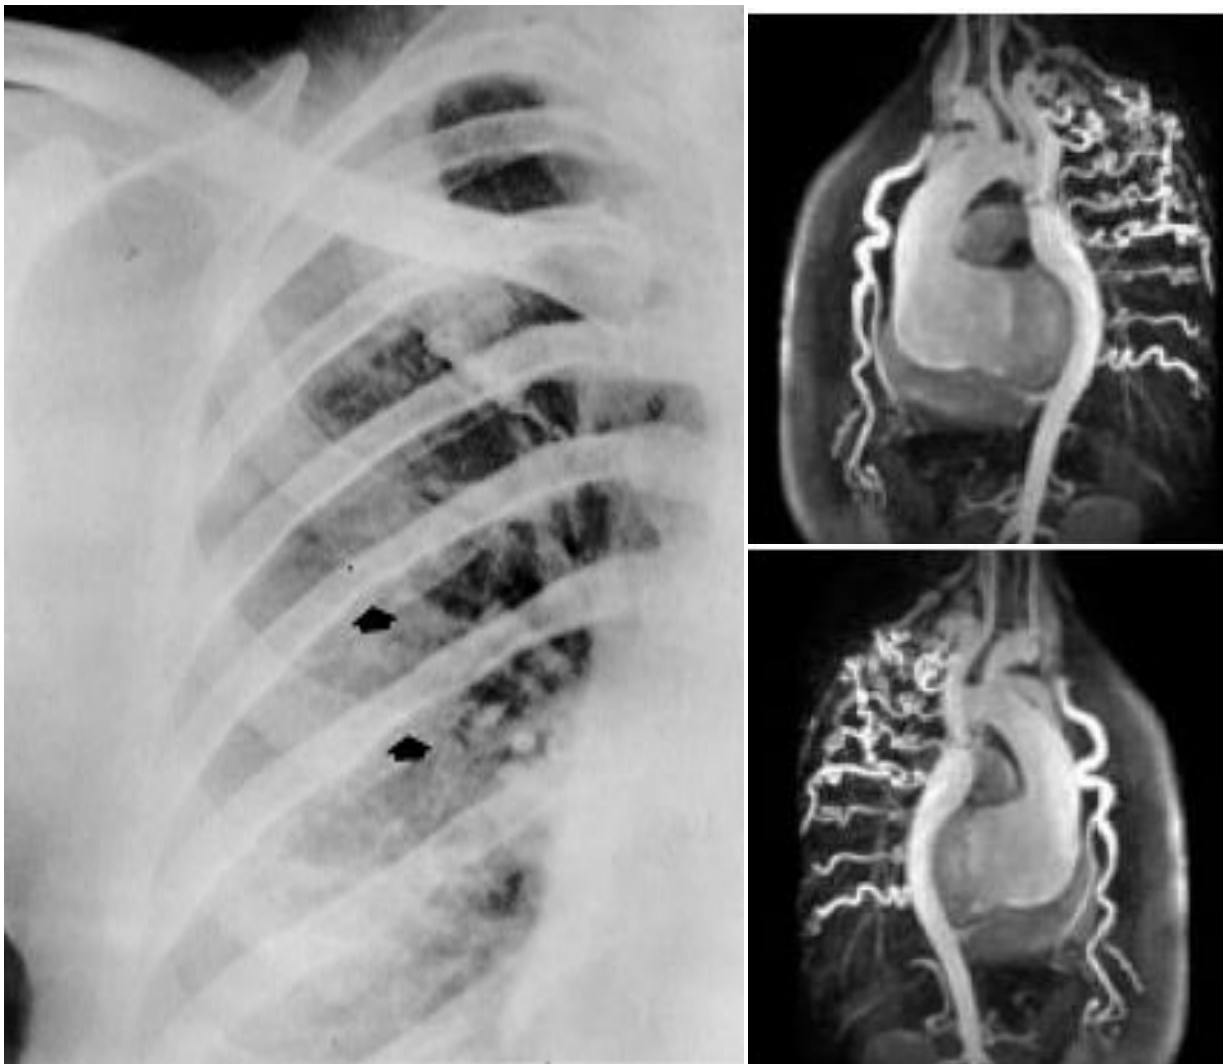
20. Radiografía de tórax, paciente adulto con coartación aórtica hay muescas en los bordes inferiores de las costillas 6 y 7 (flechas). Al lado: Imagen de resonancia magnética nuclear, paciente con coartación aórtica y aneurisma en la raíz de la aorta, se observa la circulación colateral por las arterias costales.
